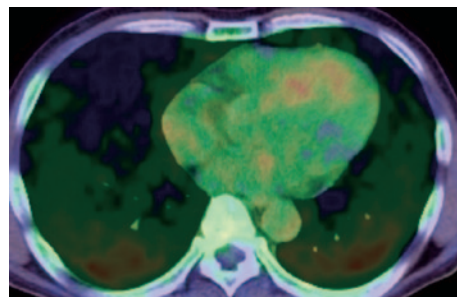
FDG-PET finding. An FDG-PET CT shows positive uptake of FDG in bilateral lower lung fields.
